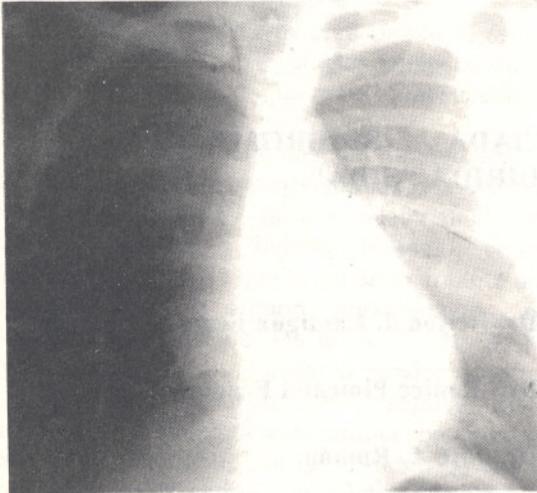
RADIOGRAFIA DE TORAX DONDE SE OBSERVA CARDIOMEGALIA A EXPENSAS DE TODAS LAS CAVIDADES, SIN CAMBIOS EN EL PATRON VASCULAR DE LOS CAMPOS PULMONARES.
